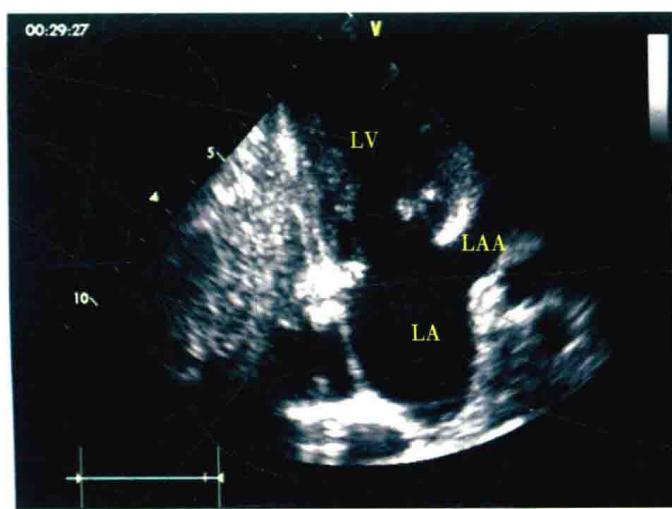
超声图像: 剑下心尖二腔心非标准切面显示左心耳
